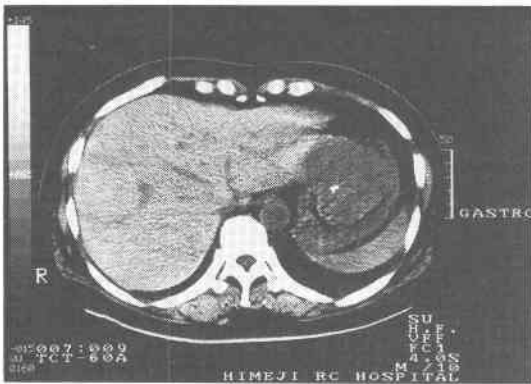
Abdominal CT. When no symptom develop: There is a high density spot in the tumor within the stomach.
